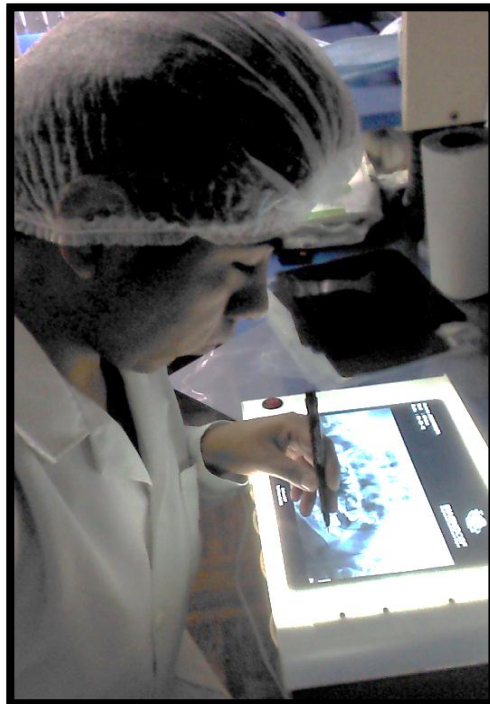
Calco y trazado de la radiografía panorámica.
